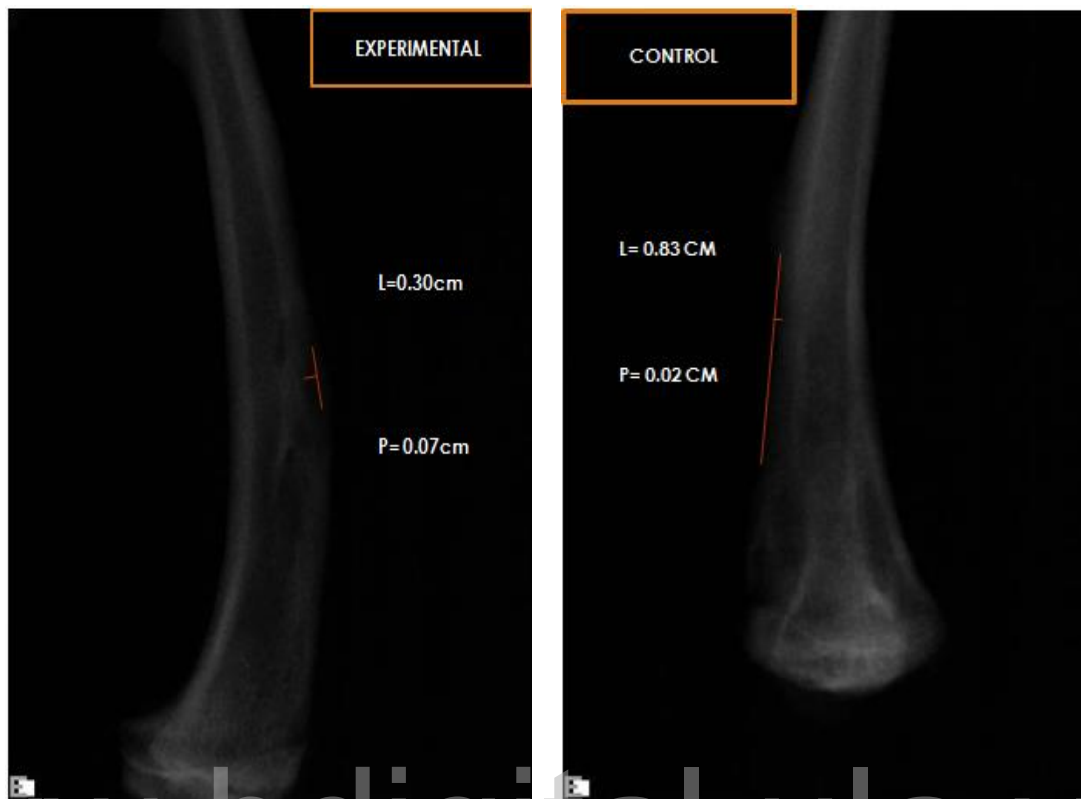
Radiografías de una muestra experimental y una muestra control, a las que se les realizó la medición de la radiolucidez presente, para así obtener el área expresada en milímetros cuadrados.
